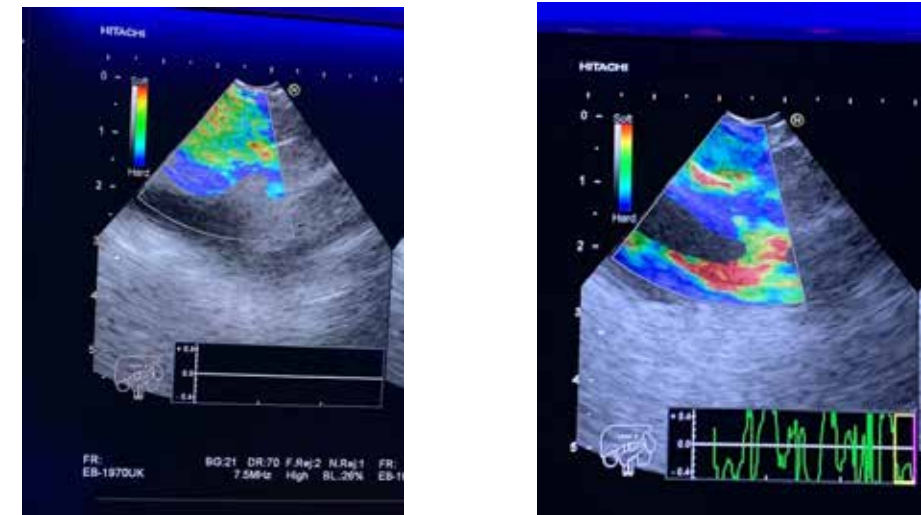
Adenopatía y estructura vascular en modo doppler.
